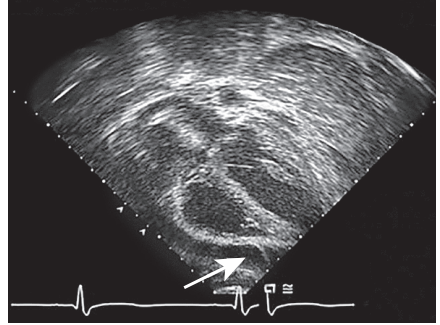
Эхокардиография из субкостальной проекции, подтверждающая наличие перикардального выпота (стрелка)
